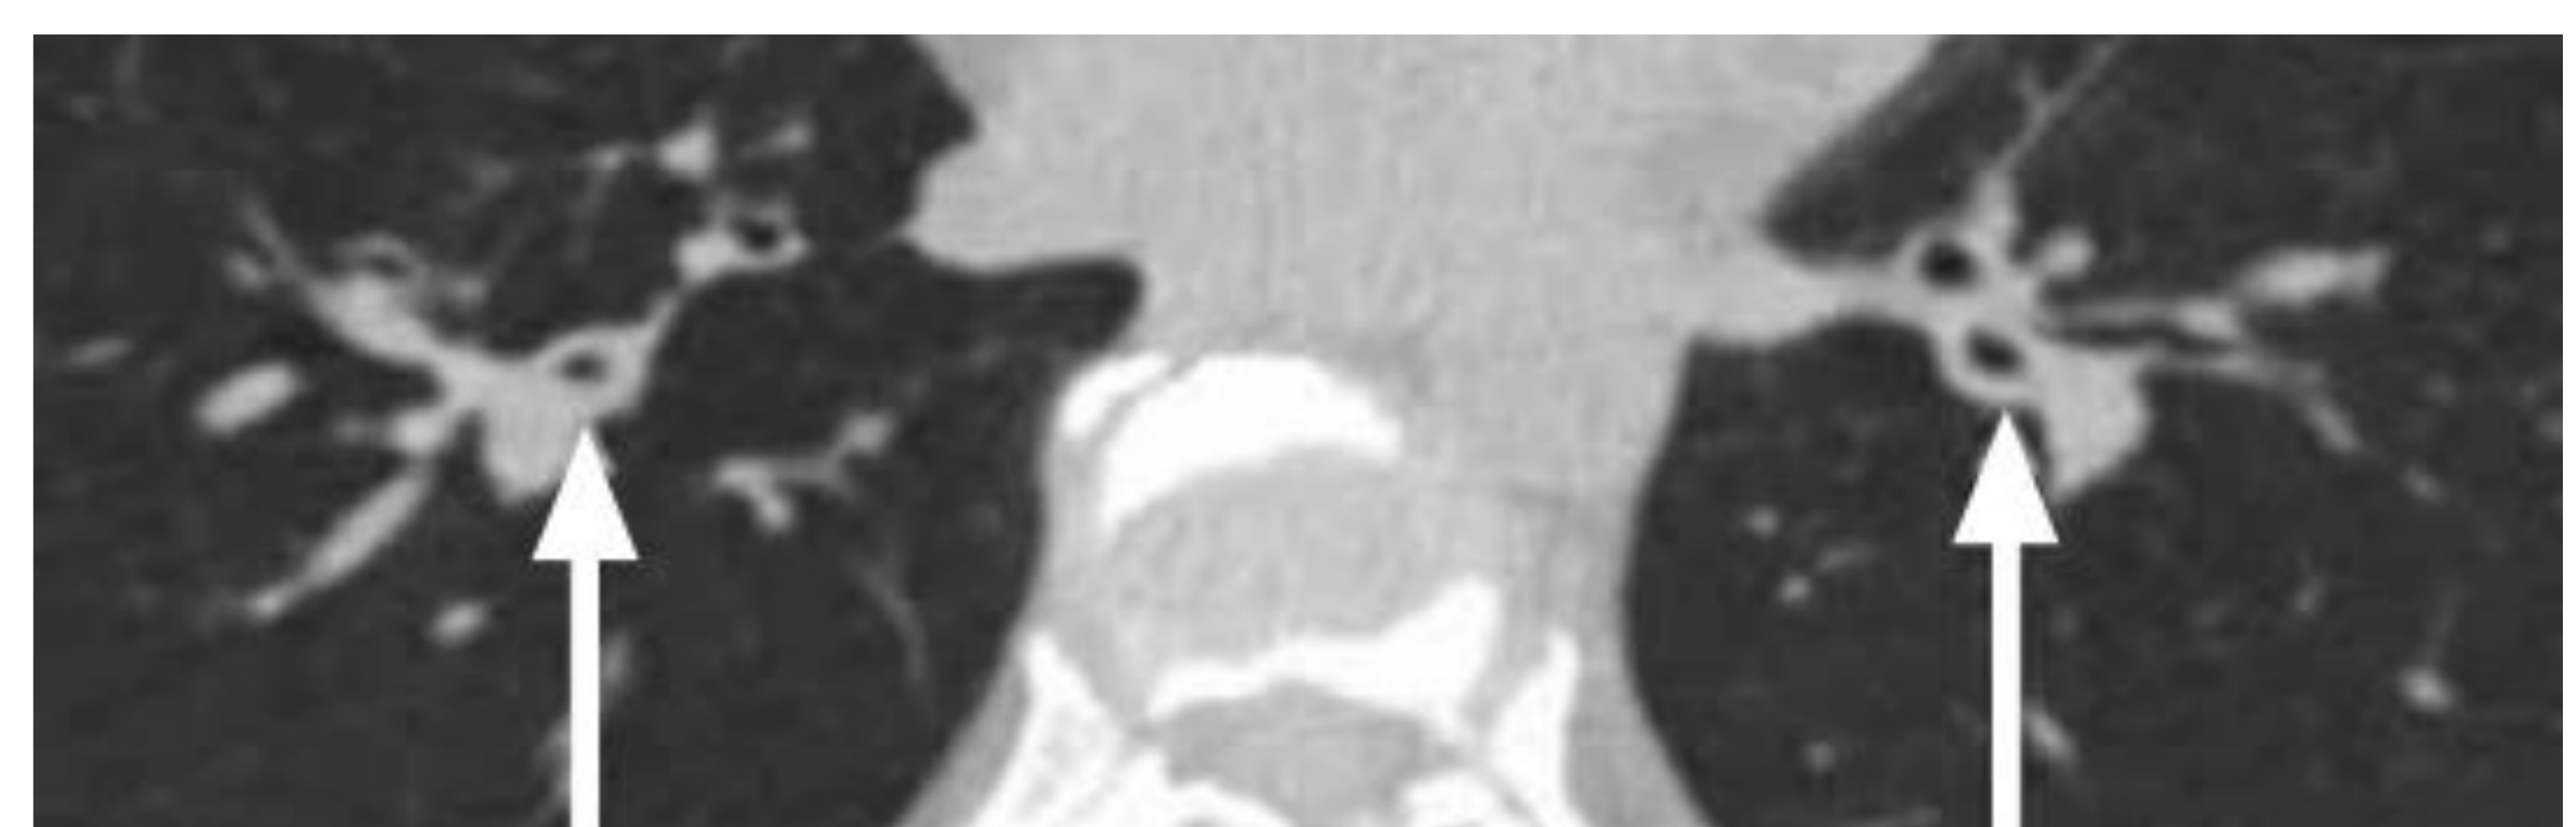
TC. Hiperreactividad bronquial. Engrosamiento concéntrico de paredes bronquiales en los bronquios segmentarios de LLII (flechas blancas) en paciente con antecedente de asma
